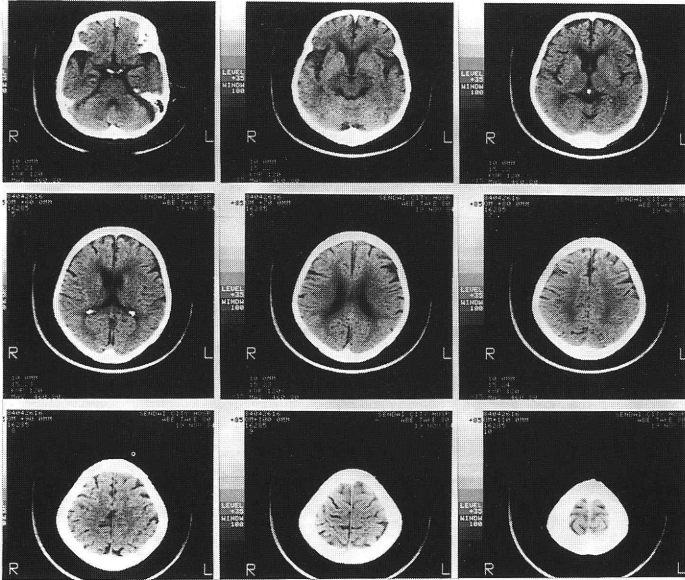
CT scans of the head. CT scans show a mild diffuse cerebral atrophy associated with a lowered density of white matter in both paraventricular areas.
